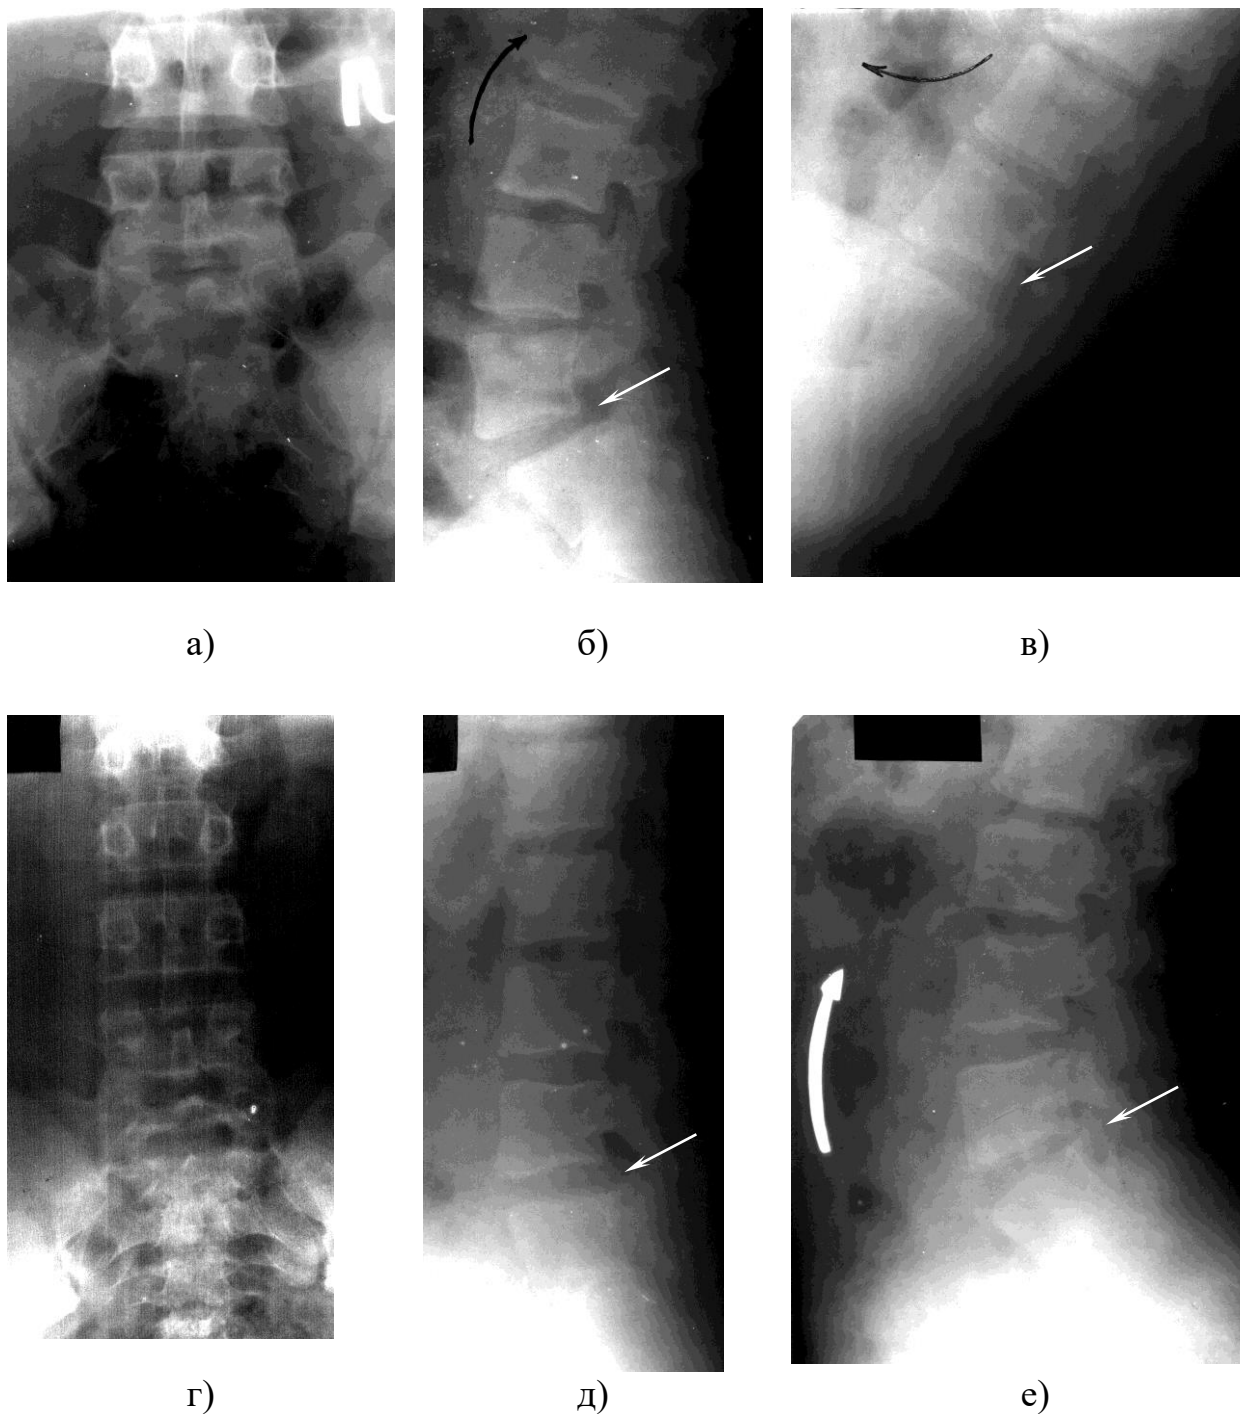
Фотовідбитки рентгенограм х-го П., 67 років (іст. хвороби №67128) Формування дегенеративного спондилолістеza. Поперековий остеохондроз, нестабільність L<sub>5</sub> –S<sub>1</sub> сегменту. Спондилолістеz відсутній (а,б,в). Формування дегенеративного спондилолістеza через 2 роки: спондилолізний спондилолістеz L<sub>5</sub> , нестабільність L<sub>4-5</sub> сегменту (г,д,е).
